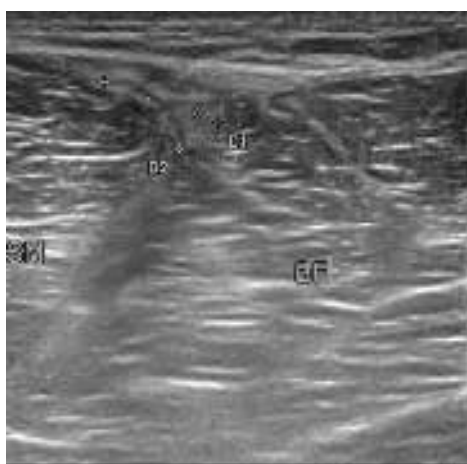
immagine ecografica trasversale che dimostra una cicatrice iperecogena (cursori) nel contesto del versante mediale del muscolo bicipite femorale (BF), adiacente alla fascia che separa questo dal muscolo semimembranoso (SM).
